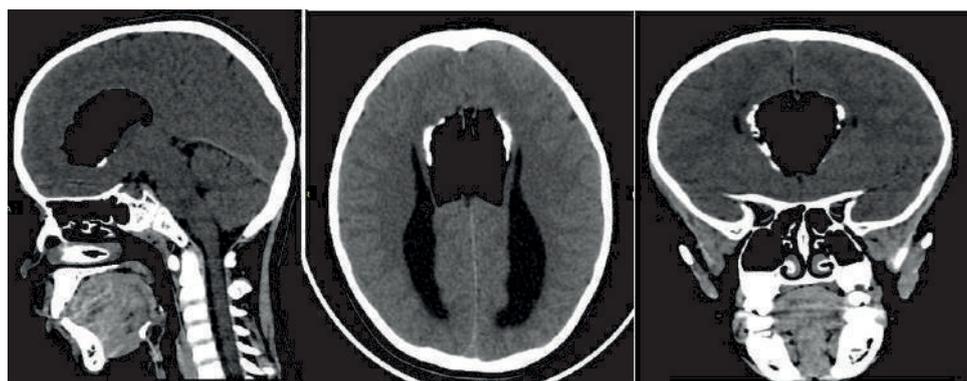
КТ головного мозга с признаками липомы
